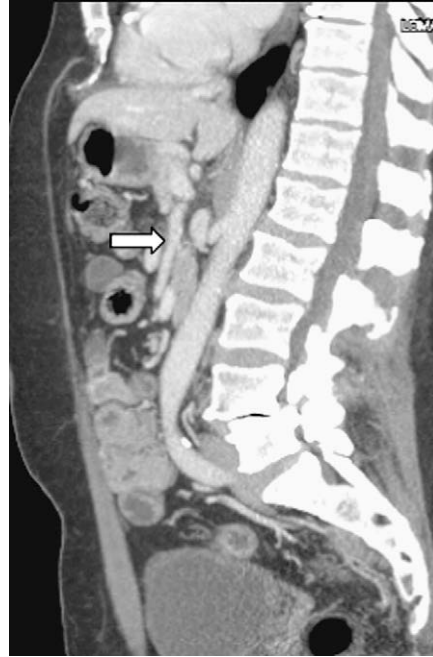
Paciente 2: TC de seguimiento a los 6 meses que demuestra la hiperplasia residual mínima de la pared anterior de la arteria mesentérica superior (flecha) sin pruebas de disección, trombosis o estenosis sustancial.
